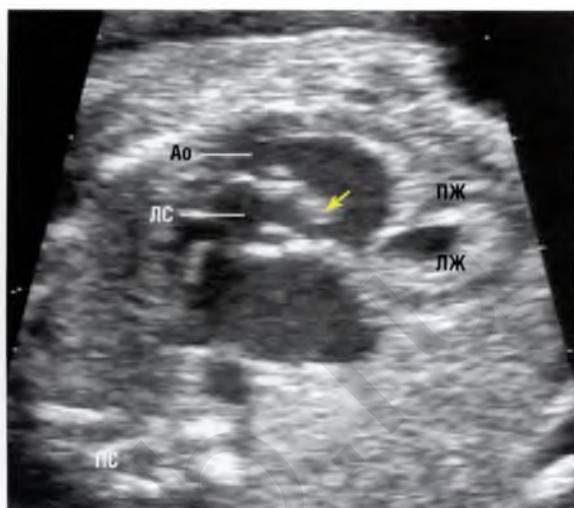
продолжение (Е) Серия из трех параллельных томографических ультразвуковых срезов сердца с двойным отхождением сосудов от правого желудочка – самый частый вид желудочково-артериального соединения при правом изомеризме предсердных ушек. На срезе ① виден общий атриовентрикулярный клапан (ОАВК), через который кровь поступает в доминантный правый желудочек. На срезе ② показаны магистральные сосуды, идущие параллельно друг другу над правым желудочком, причем гипоплазированная легочная артерия находится позади аорты. На срезе ③ расположенный впереди магистральный сосуд формирует дугу, следовательно, это аорта. (Ж) Серия из трех параллельных томографических ультразвуковых срезов сердца плода с правым изомеризмом предсердных ушек. Плод в положении НВ. Аорта и нижняя полая вена (НПВ), показанные на срезе ①, располагаются в одной половине брюшной полости, что типично для этой патологии. На срезе в четырехкамерной позиции ② верхушка сердца обращена вправо и определяется общий атриовентрикулярный клапан, а правый желудочек является доминантным. ③ Оба магистральных сосуда отходят от впереди расположенного правого желудочка и идут параллельно таким образом, что легочный ствол располагается позади аорты. ▶
